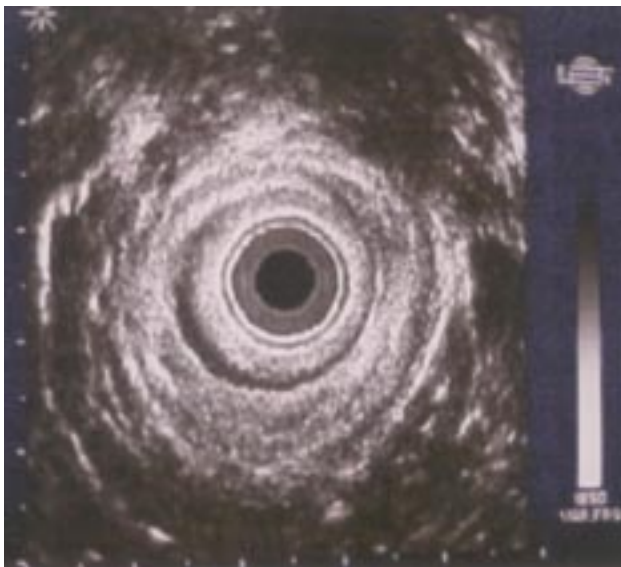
Ultrasonido endoanal de control, ocho semanas después de la reparación (tercio medio del canal anal).
